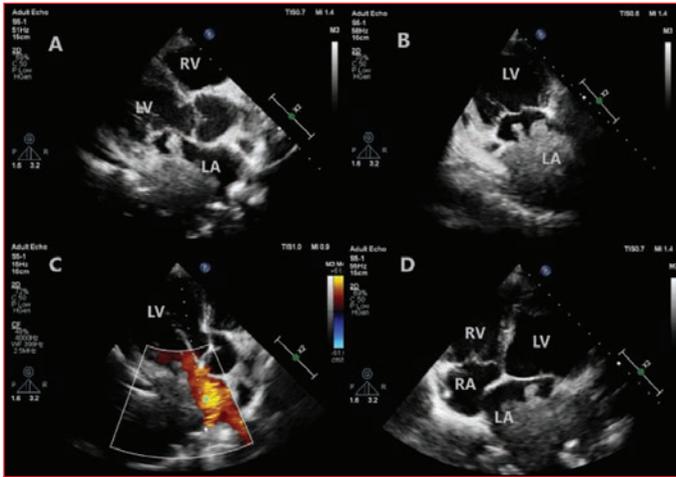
Transthoracic echocardiogram (TTE) images: Transthoracic echocardiogram (TTE) images revealing a left atrial cardiac mass. The mass occupied approximately half of the left atrium, was attached to the left atrium wall, had an irregular surface facing the cavity, and contained mobile structures. A: Parasternal long axis view of the mass B: Apical 2-chamber view of the mass C: The blood flow from the right pulmonary veins to the left atrium continues. D: Apical 4-chamber view of the mass. LA: left atrium; RA: right atrium; LV: left ventricle; RV: right ventricle.
